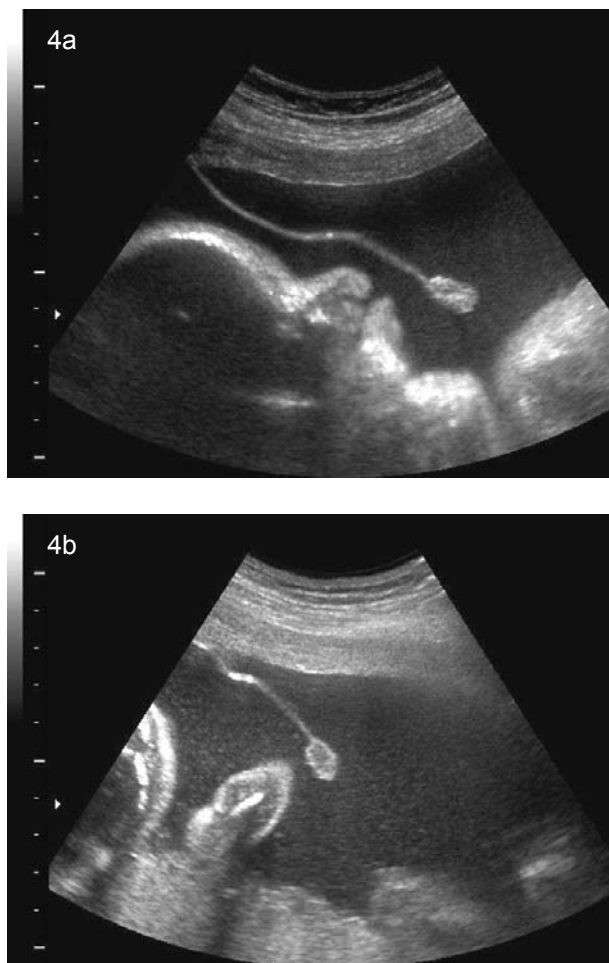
Ultrasonografía convencional que muestra sinequia en corte transversal con reflexión de amnios y corion ("sábana amniótica"): signo del espermio.
